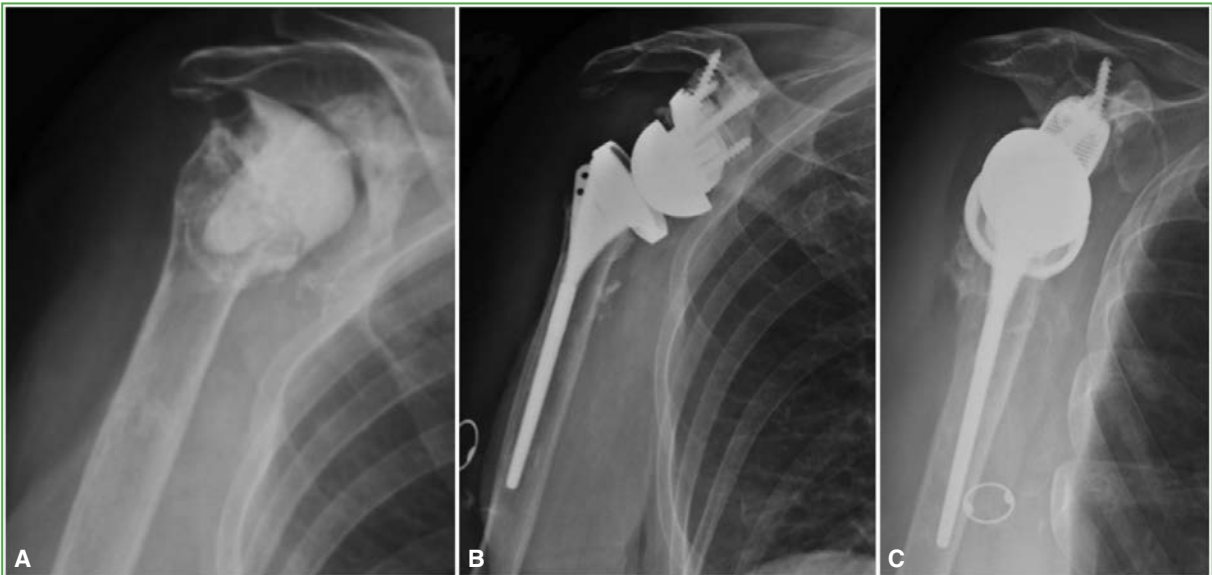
A. Radiografía preoperatoria de un paciente con un defecto glenoideo severo. B y C. Radiografías de hombro, de frente y de perfil, control posoperatorio al año. Correcta osteointegración del implante.
